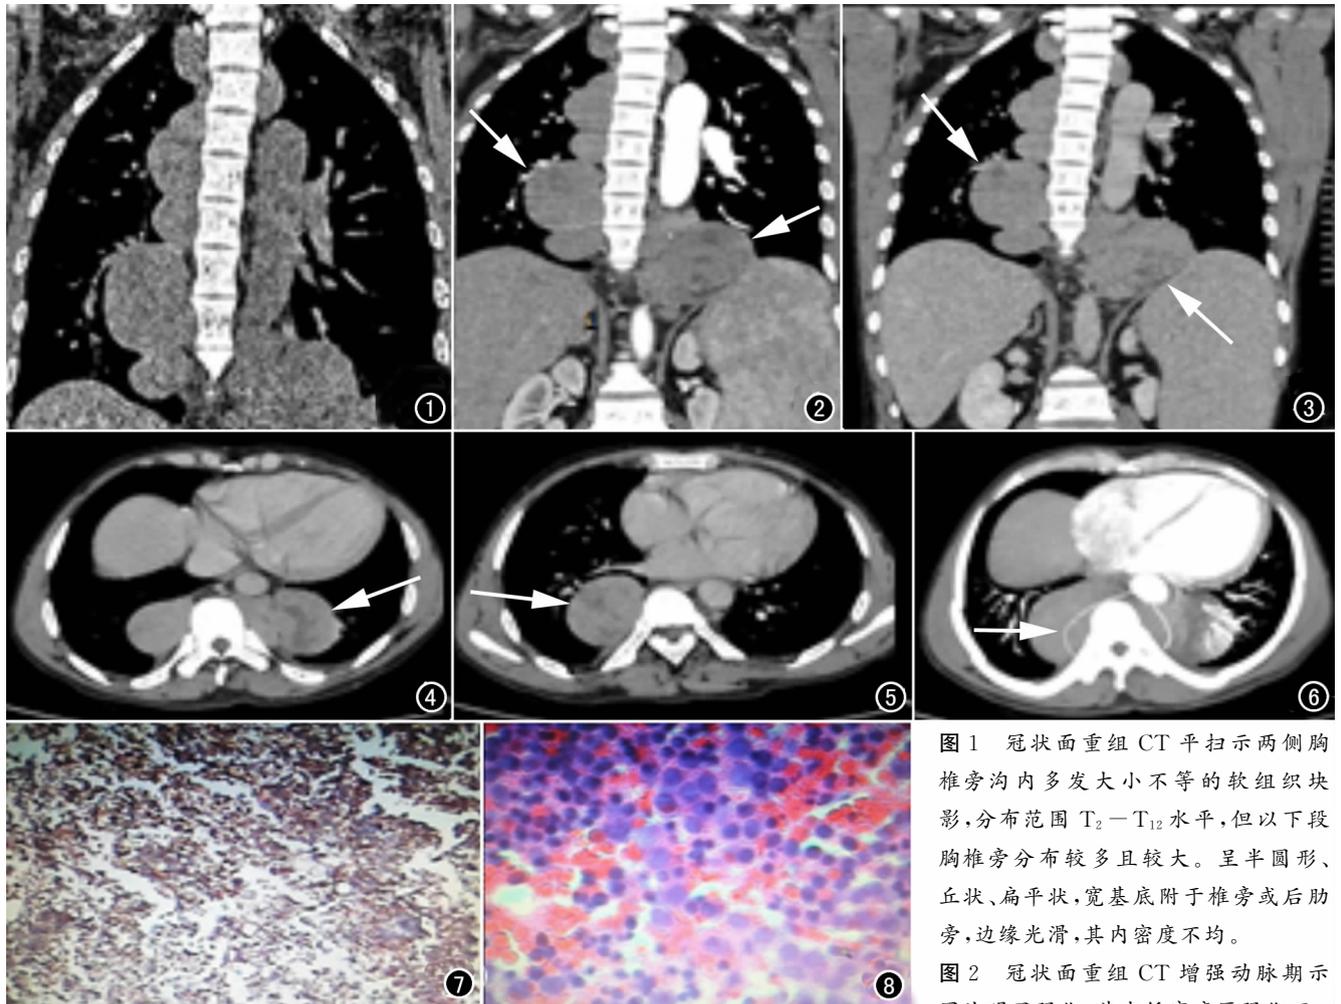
冠状面重组CT平扫示两侧胸椎旁沟内多发大小不等的软组织块影,分布范围 $T_2 \sim T_{12}$ 水平,但以下段胸椎旁分布较多且较大。呈半圆形、丘状、扁平状,宽基底附于椎旁或后肋旁,边缘光滑,其内密度不均。
